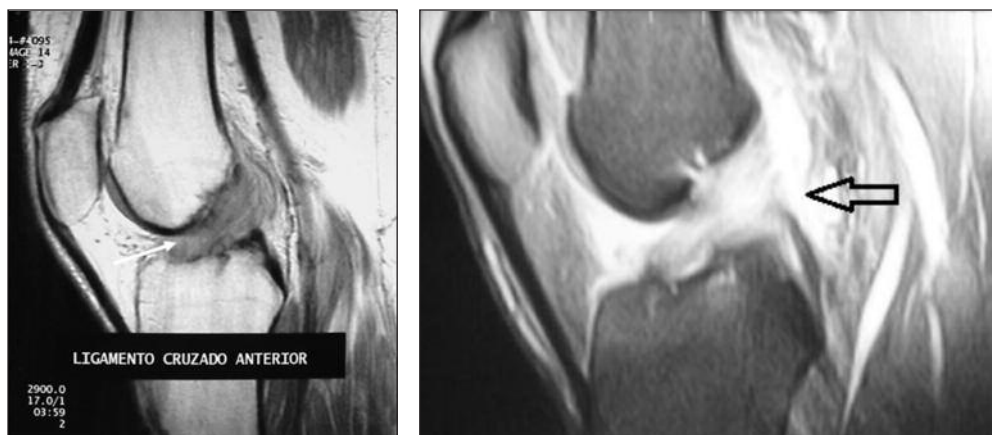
Resonancia magnética en T1 y T2, corte sagital. Se observa el aumento de señal en ambas (flechas).
